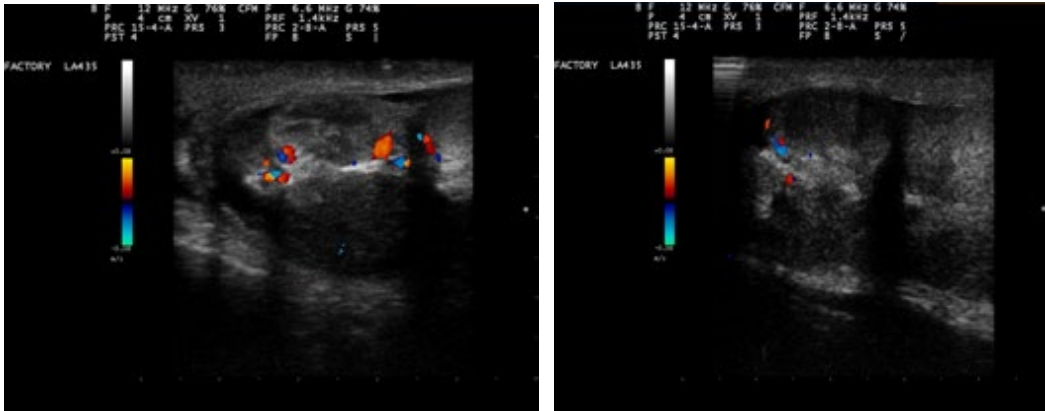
Ultrasonido *doppler* testicular. En el testículo derecho se observa una masa sólida ecomixta hipoeecogénica con áreas de hiperecogenicidad, ecotextura heterogénea, de margen lobulado y definido con extensión hacia epidídimo. Mide 2,53 cm x 1,53 cm. También se observa otra imagen tipo masa de menor tamaño de 1,49 cm x 1,18 cm. Al modo *doppler* color presenta hipervascularidad central sin realce periférico
